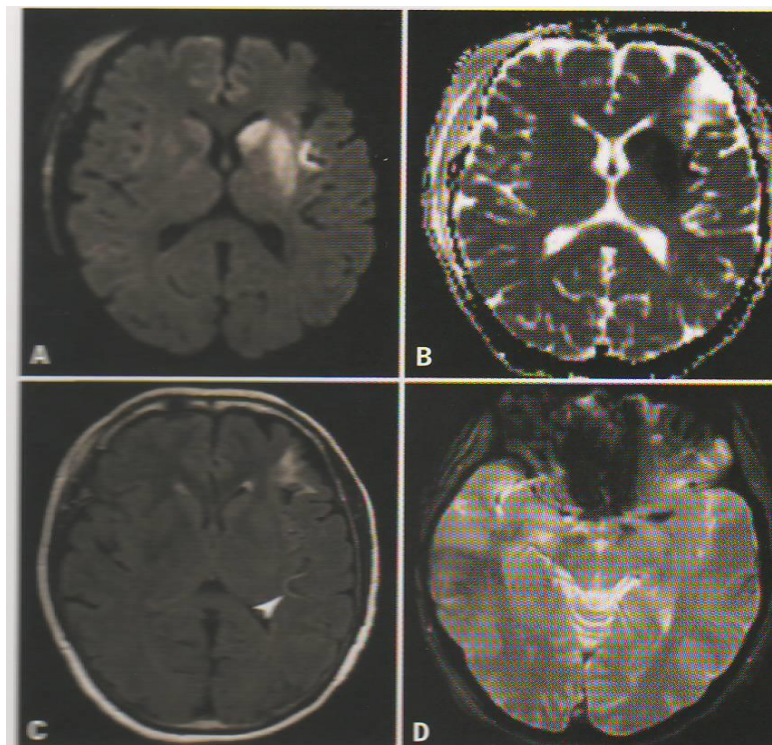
Accident vasculaire constitué chez une femme de 68ans,2 heures après le début des symptômes: lésion ischémique en hyper signal sur imagerie de diffusion(A), du territoire profond de l'artère cérébrale moyenne profonde gauche ,en hyposignal sur la cartographie ADC (B) représentant le cœur ischémique constitué. Un hyper signal en FLAIR frontal gauche (c) à distance de l'infarctus aigu est en faveur d'une lésion ischémique ancienne.
